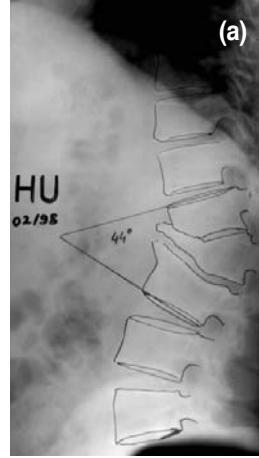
L-3 omurgada patlama kırığı olan ve parçalanma skoru 9 olan 18 yaşında kadın hasta (H.C.)'nin yaralanma anındaki (a) yan grafisi ve (b) CT kesiti
